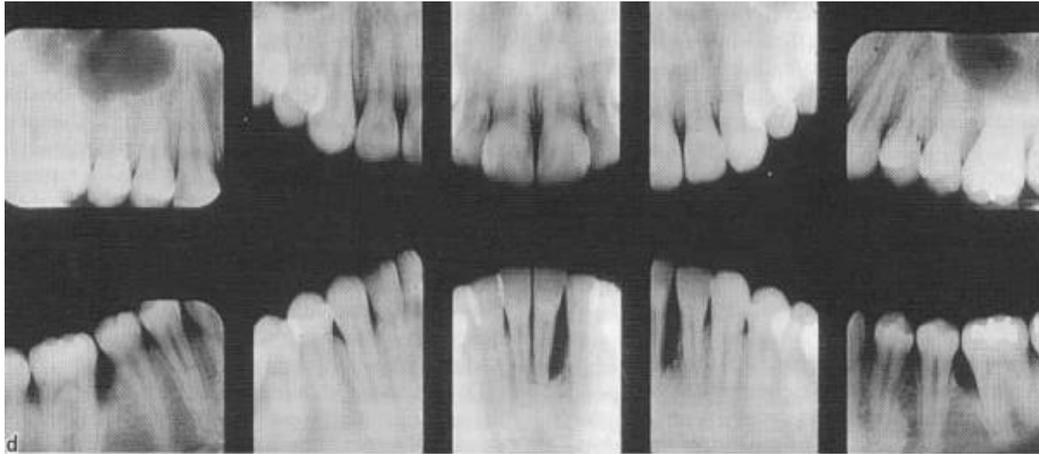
Radiografías periapicales donde se muestra pérdida del nivel de hueso alveolar.
